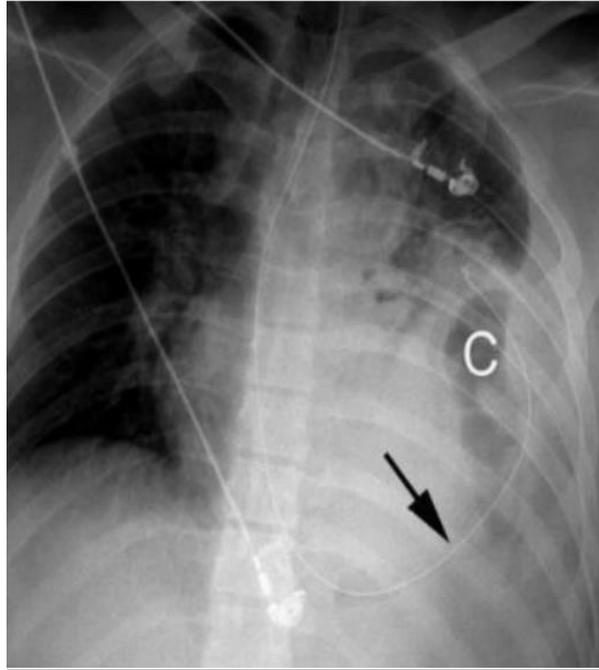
Radiographie thoracique objectivant une sonde naso-gastrique en J au niveau du thorax (77)
